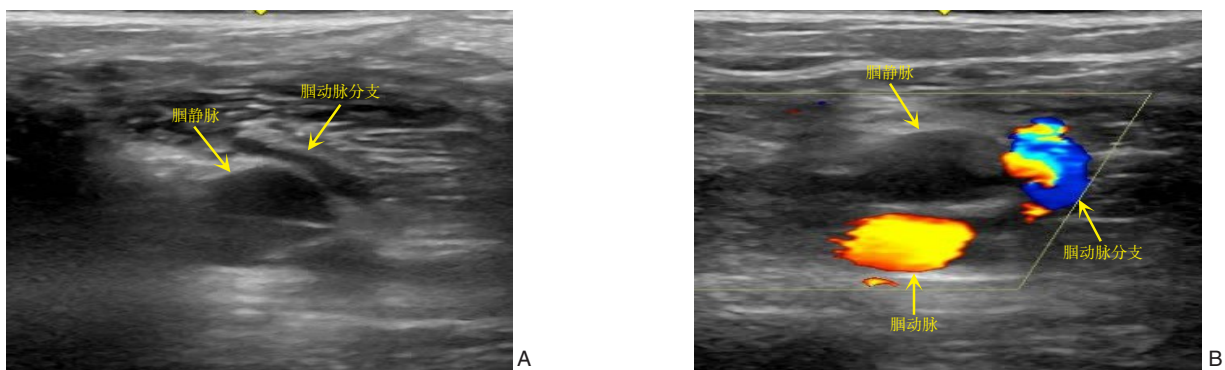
超声显示腓静脉周围可能围绕着腓动脉分支 A: 超声2D图像显示腓静脉周围存在小血管,有明显搏动; B: 彩色多普勒超声显示腓静脉周围存在腓动脉分支
